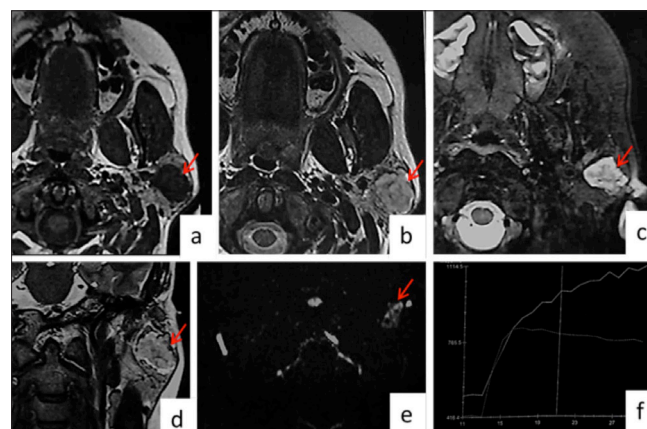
Aspect IRM de l'adénome pléomorphe de la parotide. Tumeur (indiquée par la flèche rouge) à contours polylobés du lobe superficiel de la parotide gauche, en hyposignal T1 (a), hypersignal T2 (b et d), se réhaussant après injection de gadolinium (c). Hypersignal sur les séquences de diffusion (e). Courbe de perfusion de type A (f).
